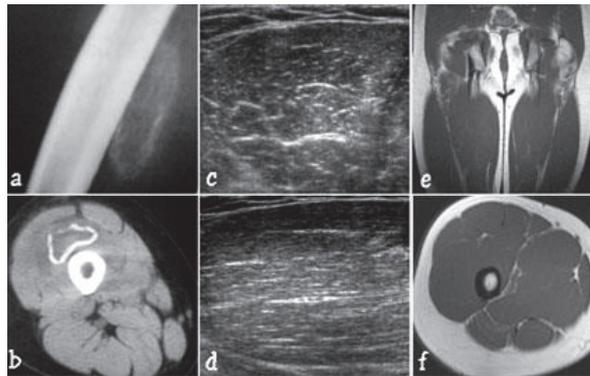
Lesiones musculares deportivas Diagnóstico por imágenes. A,b,c,d,f. a. Rx simple: Calcificación en miositis osificante. b. TAC: Calcificación en musculatura, sin relación con la cortical ósea. c. US: Corte transversal músculo estriado normal. d. US: corte longitudinal músculo estriado normal. e. RM: Corte coronal T1 músculos de ambos muslos. f. RM: corte axial T1 músculos del muslo.
